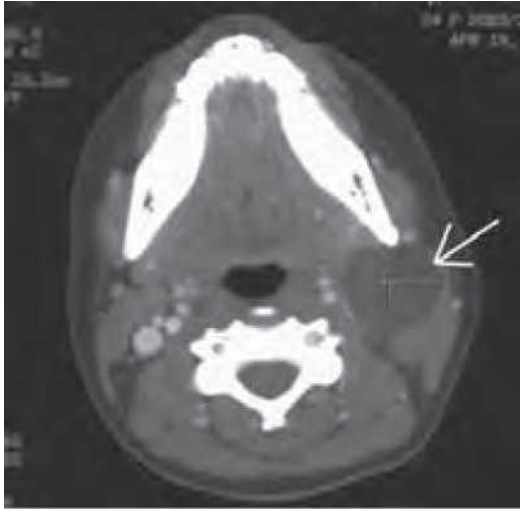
Tomografie computerizată (CT) axială a unui chist al fisurii branchiale (săgeată).
